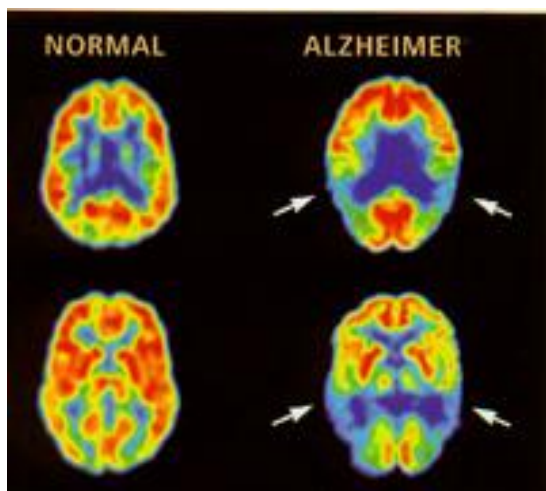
PET cerebral en un paciente con EA leve: Su metabolismo regional cerebral era claramente anormal, con hipometabolismo en las regiones temporal anterior y parietal posterior.
